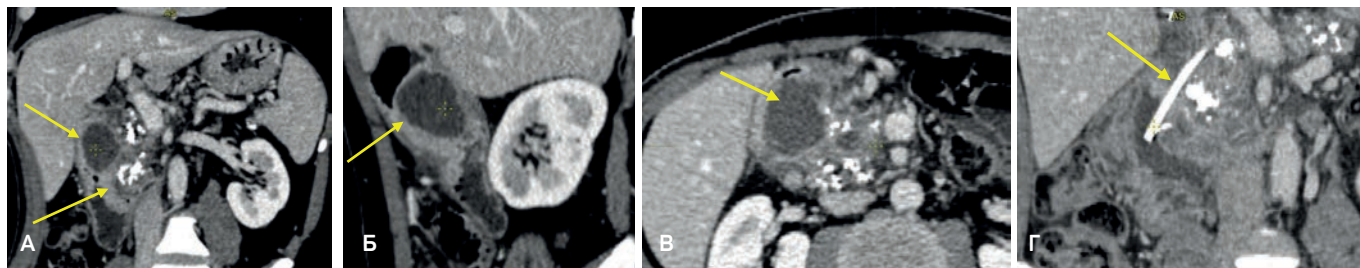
(А–Г). — томограммы больного П.
